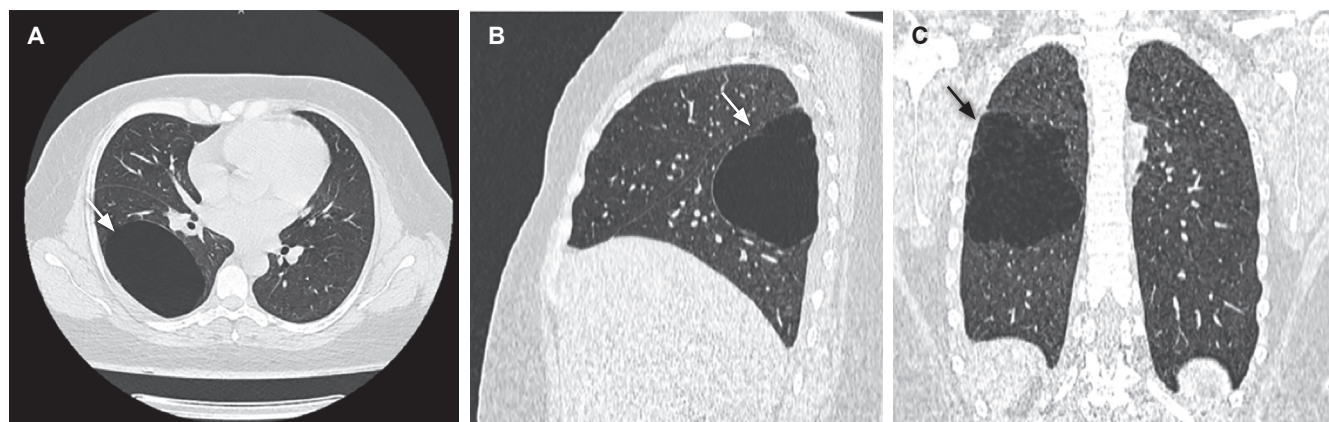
A, B y C. Tomografía axial computarizada de tórax que evidencia una gran bulla pulmonar, la cual compromete más de 1/3 del hemitórax derecho, localizada en el lóbulo inferior, sin neumotórax ni patrón de neumonía viral.
